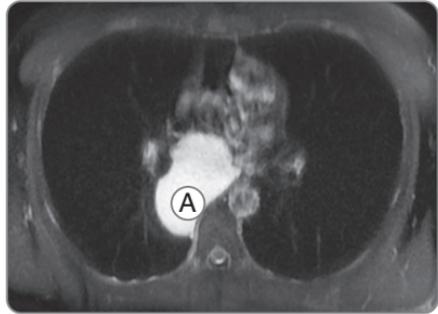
Магнитно-резонансная томограмма, T2-взвешенное изображение, аксиальная проекция. Высокая интенсивность сигнала от образования в средостении (А) свидетельствует о том, что оно наполнено жидкостью
